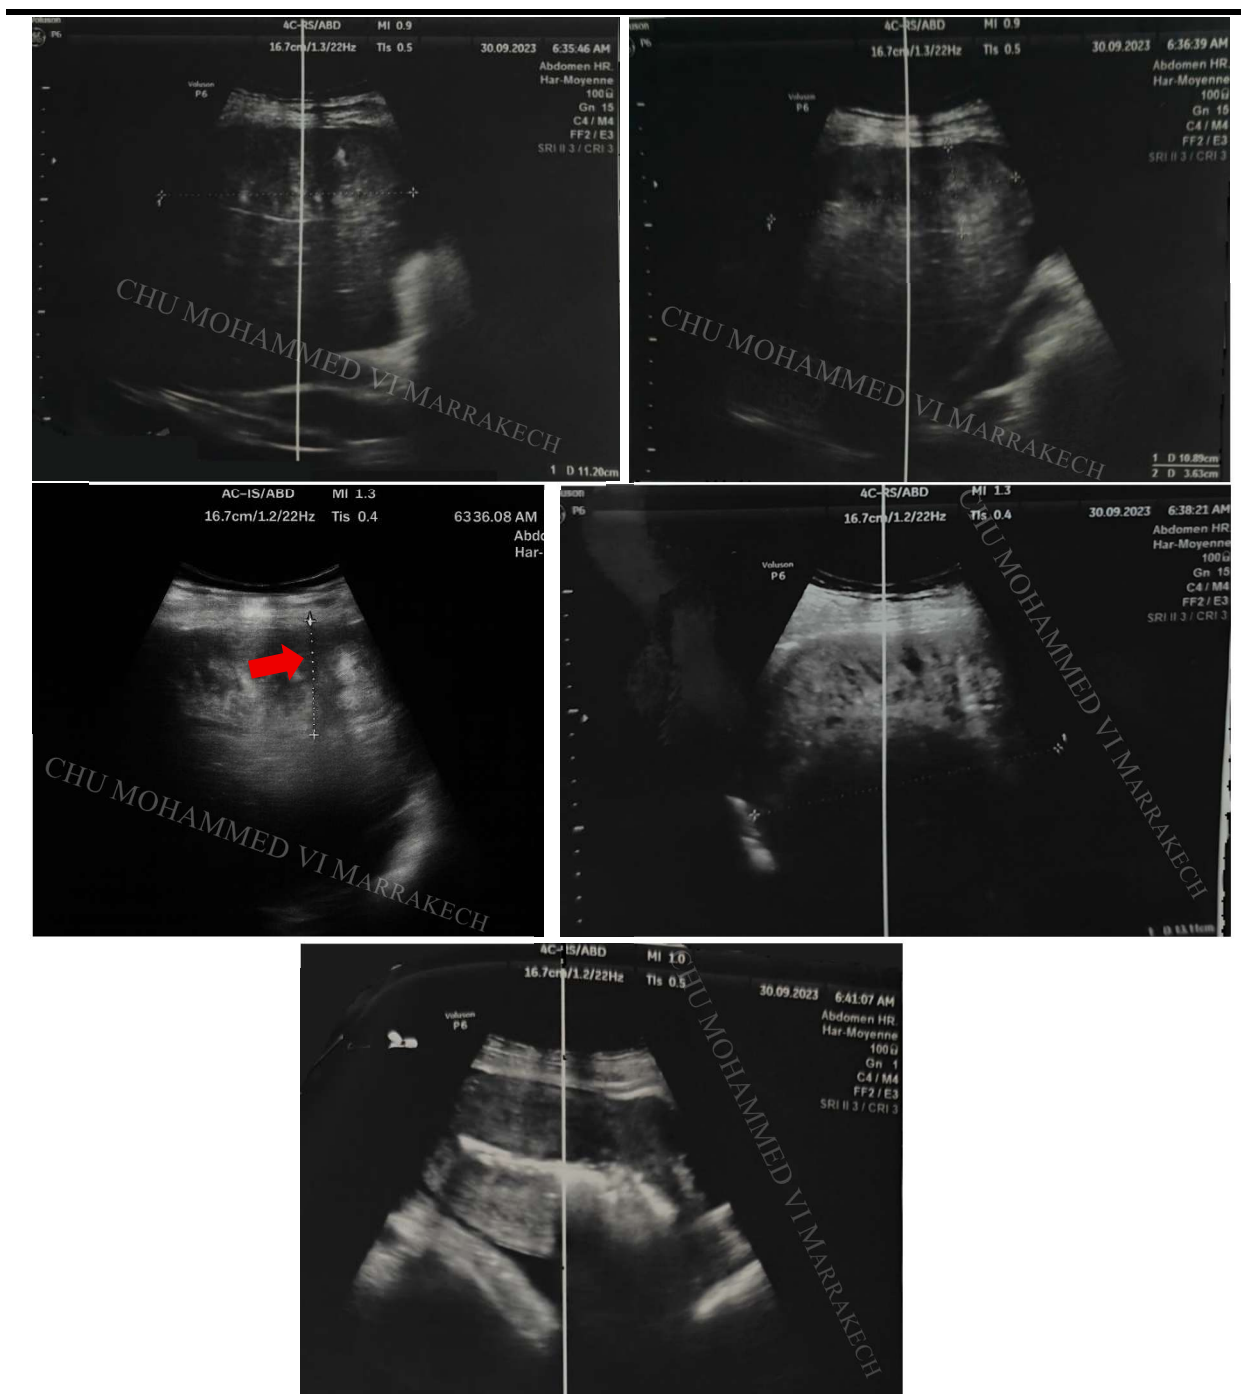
échographie de la première patiente montrant un hématome sous capsulaire du dôme hépatique sous forme d'une image échogène (flèche rouge) .
